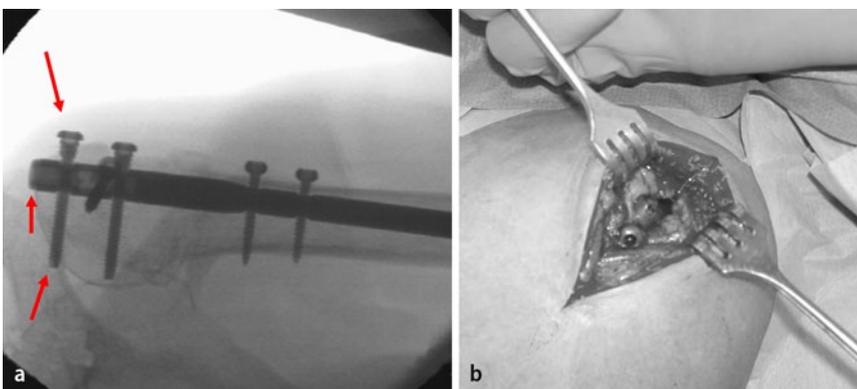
▲ Röntgenbild (a) und intraoperativer Situs (b) bei Schrauben- und Nagelüberstand, Defekt in der Supraspinatussehne
